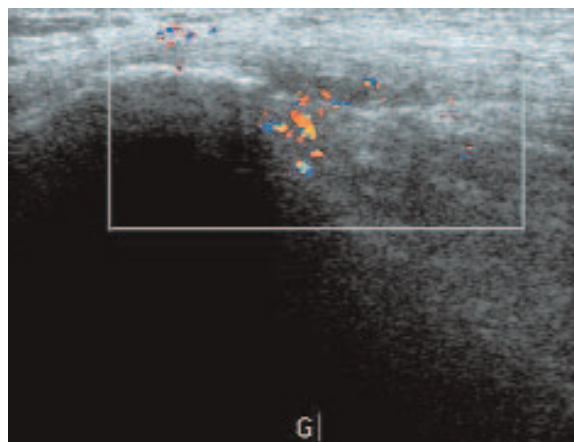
Echographie en mode Doppler couleur : hypersignal présent dans les fibres musculaires proximales du moyen glutéal, absent dans le fascia glutéal qui est le siège d'une lésion de ses fibres profondes.
